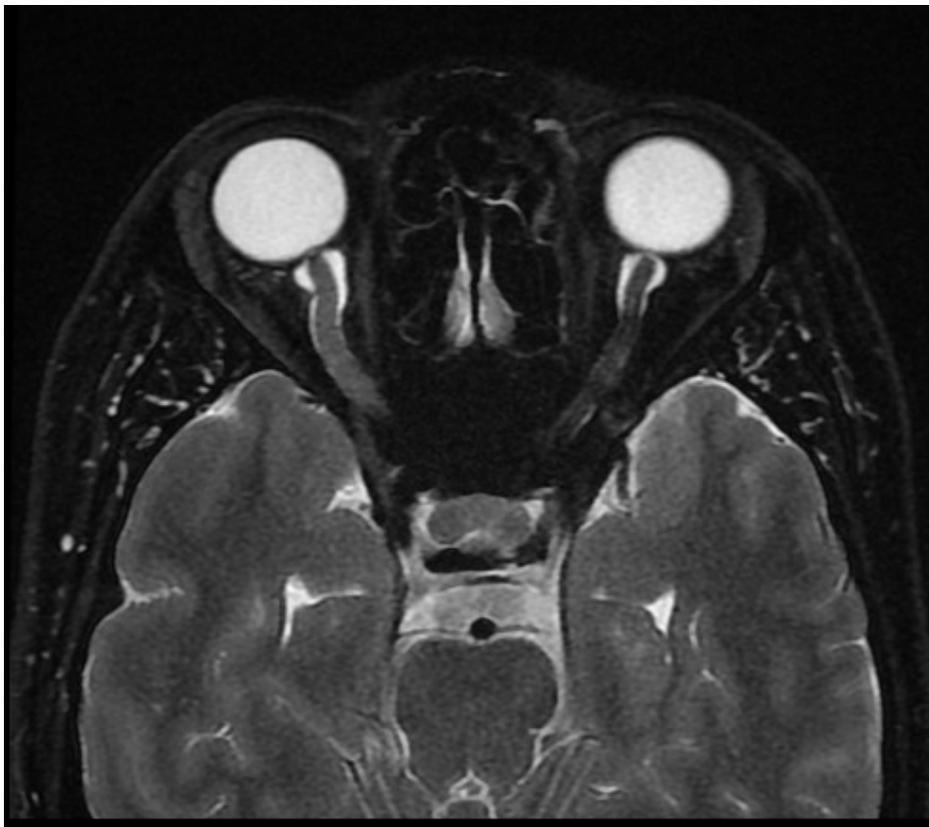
IRM axiale T2 montrant un hypersignal global du nerf optique droit
